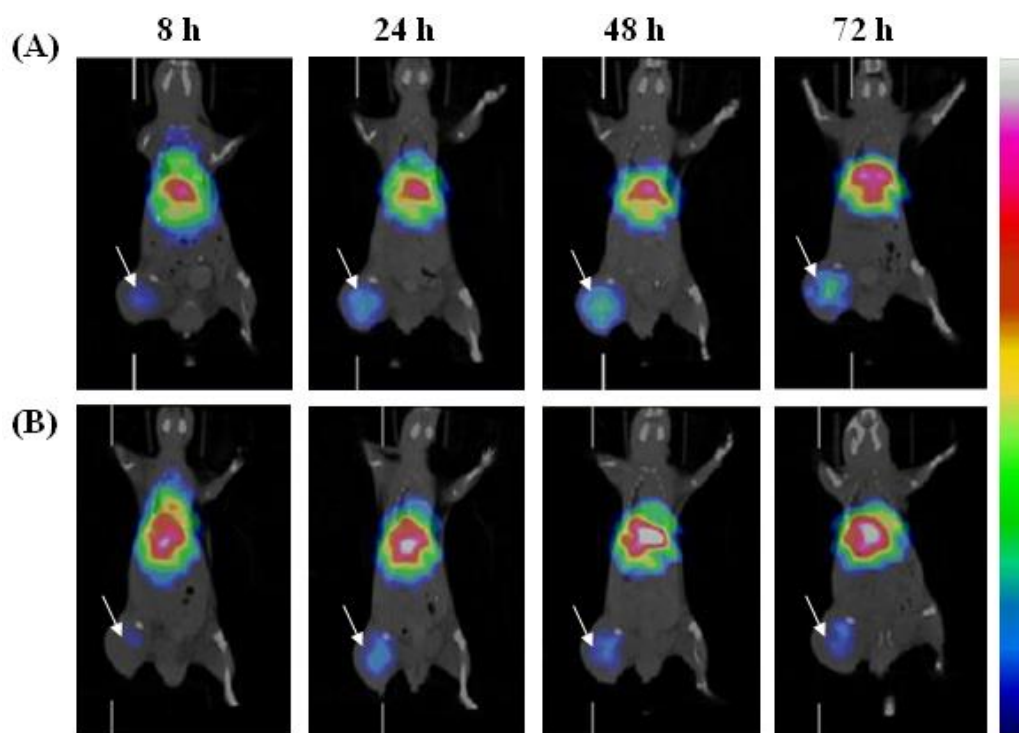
In-111-DOTA-liposome (A)與傳統標誌方式 In-111-liposome (B)在人類腸癌 LS174T 腫瘤小鼠的 MicroSPECT/CT 定性造影分析結果。
